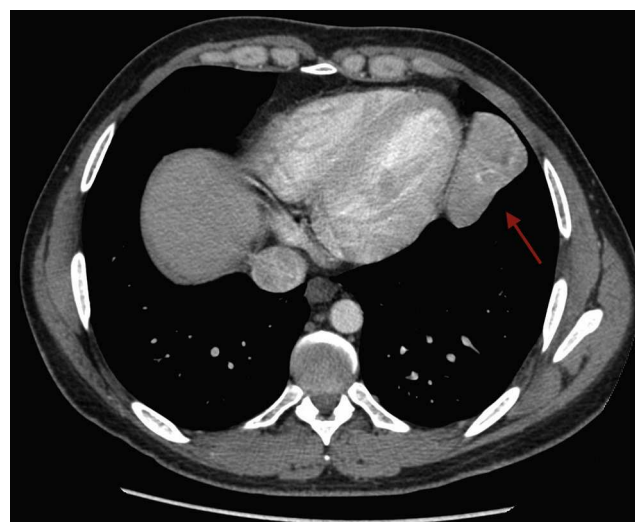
Tomografía axial computarizada de tórax que presenta una masa heterogénea en el lóbulo inferior izquierdo que recibe aporte vascular arterial desde el tronco celíaco y drenaje venoso sistémico a la vena cava inferior.
